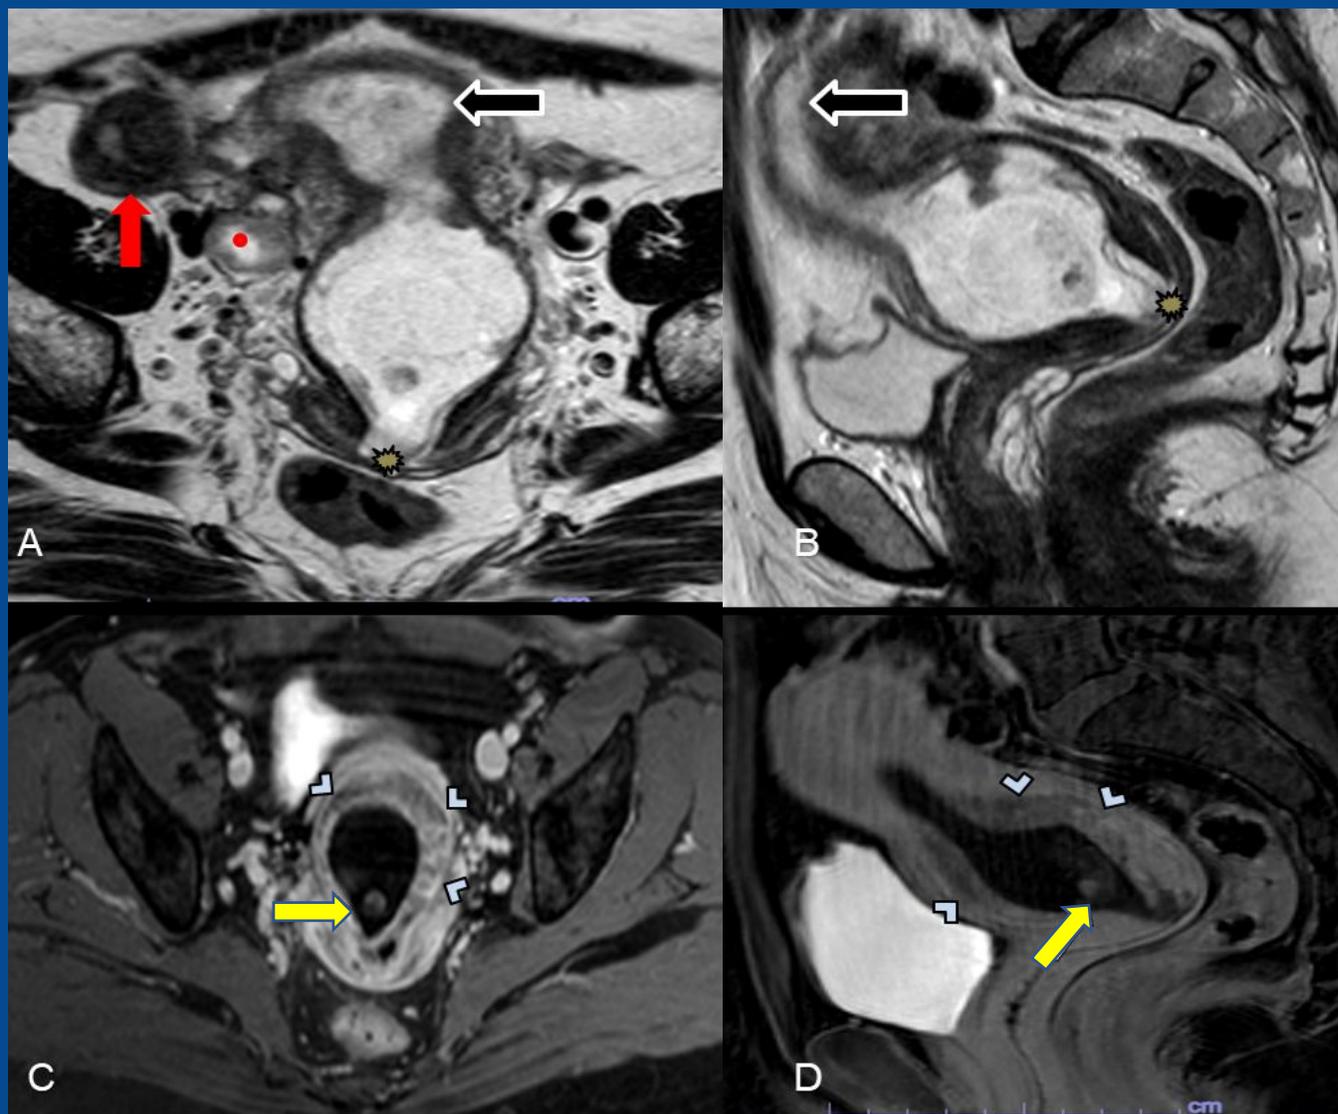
RM de pelvis del caso anterior. Imágenes T2W cortes axial (A) y sagital (B), y T1W con supresión de la grasa post contraste endovenoso, cortes axial (C) y sagital (D).
